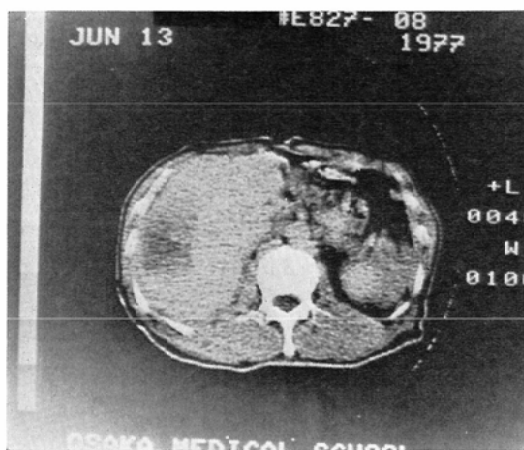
Case 1 CT image shows low density area in the right lobe.
